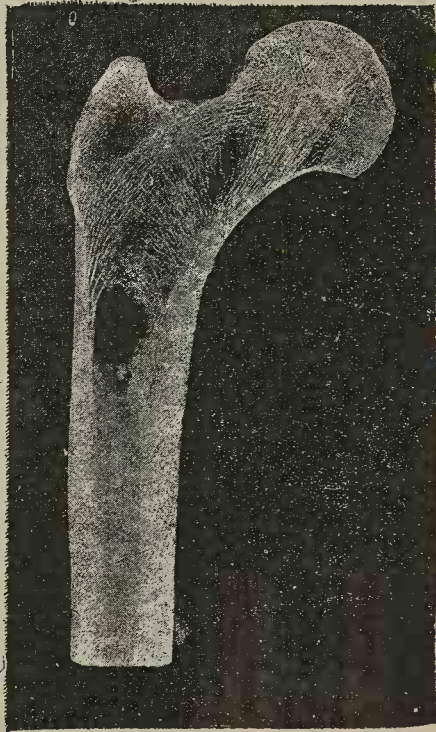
Structura normală a gâtului femoral luată prin radiografie.
